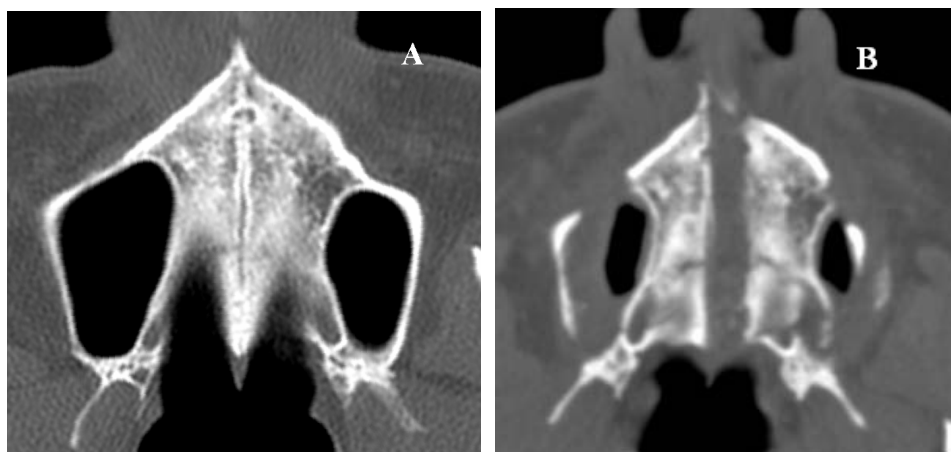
Cortes axiais da tomografia computadorizada ao início do tratamento (A) e imediatamente após a fase ativa de expansão (B).
